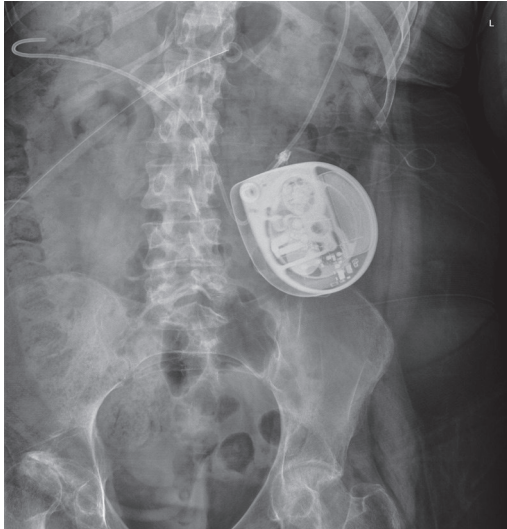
Röntgenkontrolle – A.p.-Bild: eine programmierbare Medikamentenpumpe abdominal links bei Patient mit Tetraspastik Z. n. Subarachnoidalblutung
